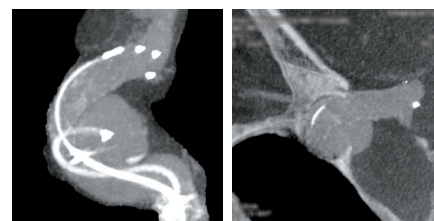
L-ICAG Intracranial Devices CT 3D画像 図4-2. L-ICAG Intracranial Devices CT MPR画像
